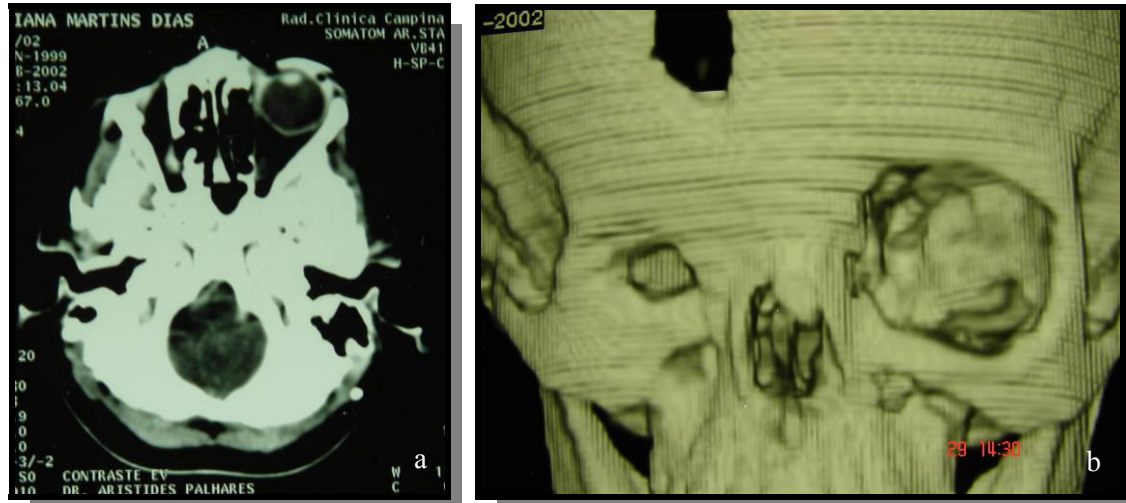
a) TC de órbita mostrando globo ocular direito ausente. b) TC em 3D dos ossos da face mostrando órbita direita com tamanho reduzido devido à ausência do globo ocular.
